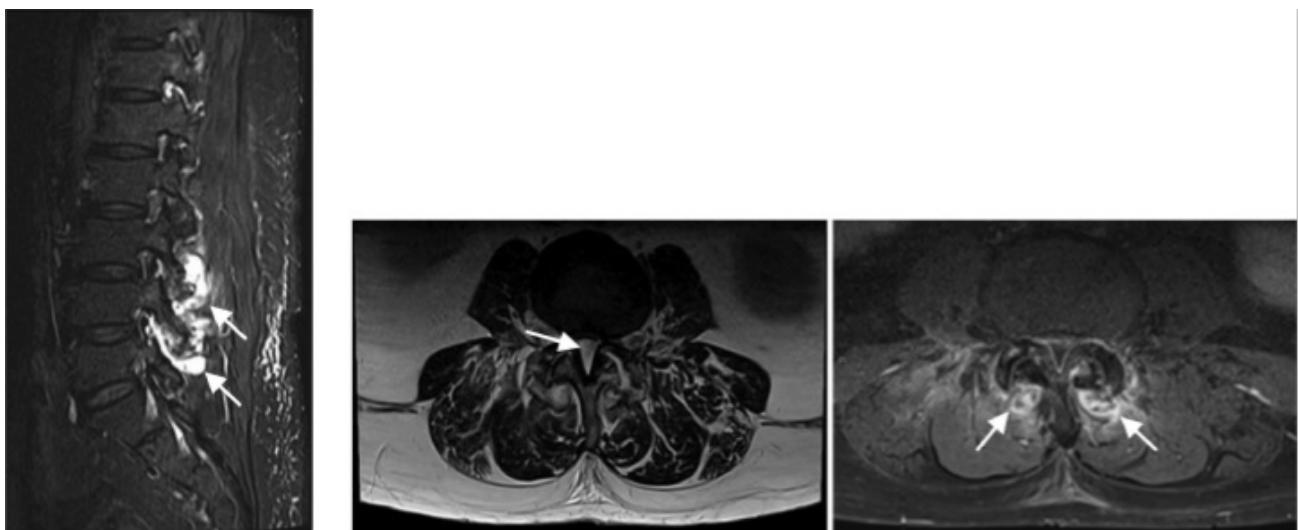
МРТ: заднее эпидуральное скопление и выраженный стеноз позвоночного канала со сжатием конского хвоста, двусторонний выпот в дугоотростчатых суставах L3-4 с контрастным усилением. Источник: Xian E.T.W. et al. A unique presentation of acute tophaceous gout in the lumbar spine causing cauda equina syndrome. Radiol Case Rep. 2023;18(9):3341–3345
